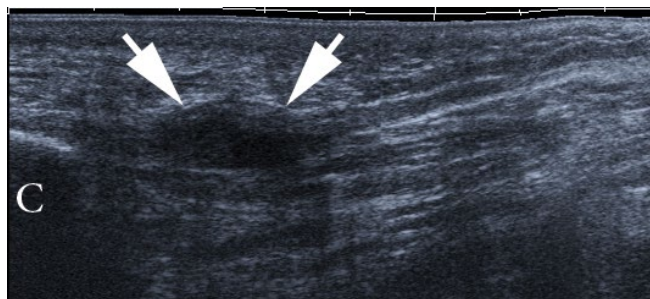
Obraz USG zapalenia rozcięgna podszwowego. Litera „C” oznaczono kość piętową. Krótkie strzałki wskazują wrzecionowate pogrubienie rozcięgna podszwowego z niewielką ostrogą w obrębie przyczepu (długa strzałka)
